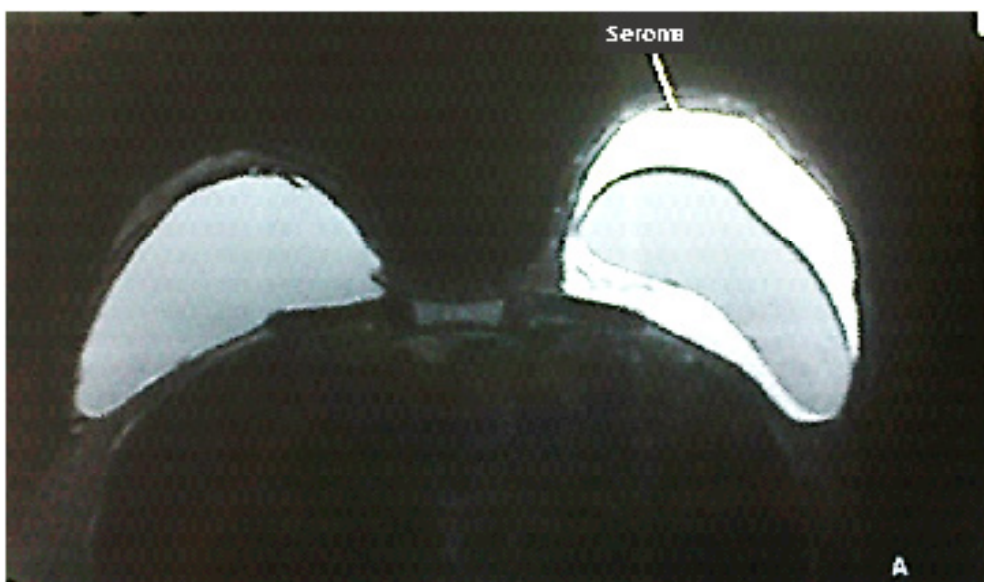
resonancia magnética que muestra un seroma tardío en una paciente con aumento mamario.
